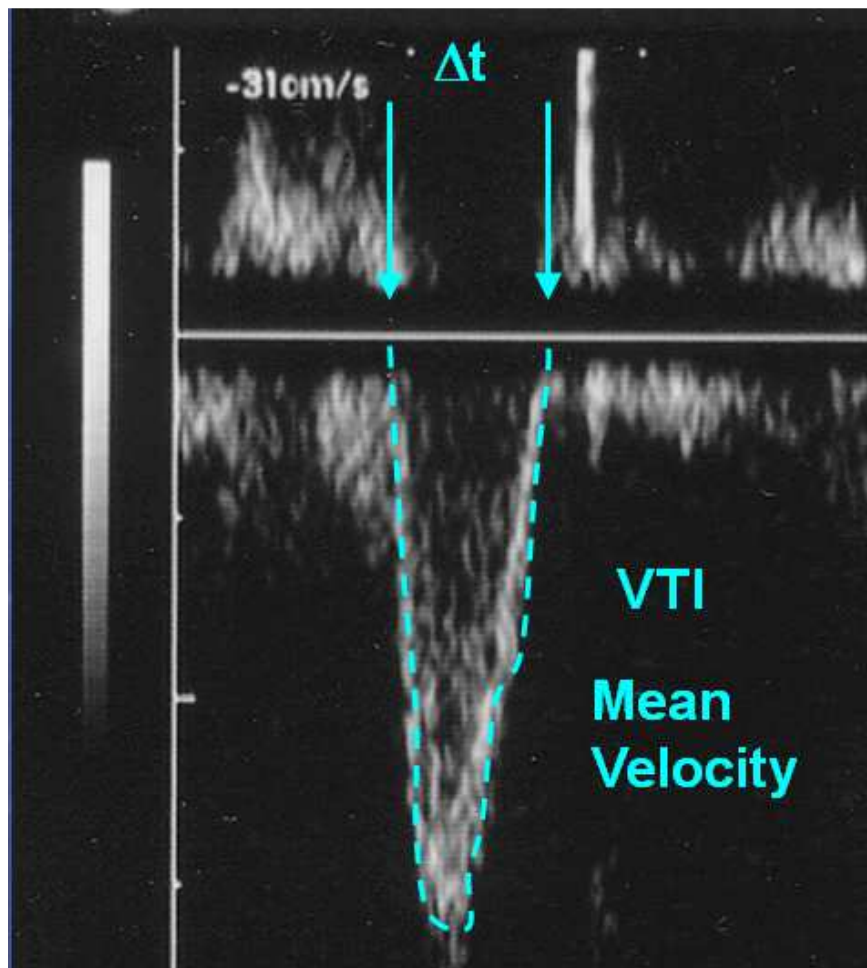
Immagine ecoDoppler
